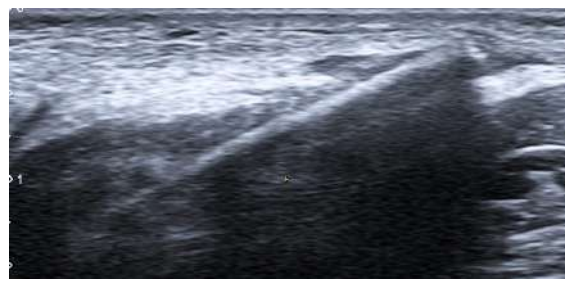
Ultrasonido en corte transverso: cuerpo extraño lineal correspondiente a una astilla de madera en el dorso de la mano.
